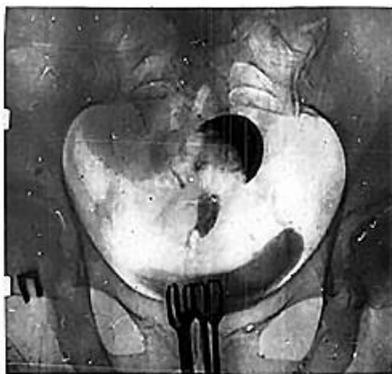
Рентгенограмма со схемой той же больной, что и на рис. 8 (снимок через 45 минут после введения контраста). Контрастировавшийся отдел пораженной маточной трубы с замещением части ее просвета опухолью (в «поперечном разрезе»). Обозначения: 1 – контрастированная часть маточной трубы; 2 – тень не заполненного контрастом отдела пораженной трубы; 3 – замещенная опухолью часть просвета трубы; 4 – контрастированный мочевой пузырь за счет выделившегося через почки контраста; 5 – костное тазовое кольцо
